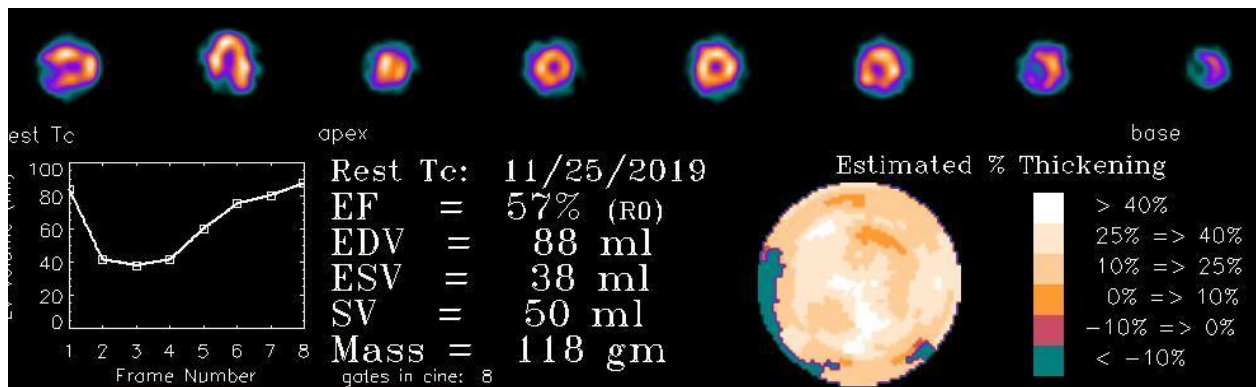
Функціональні показники, отримані за допомогою міокардіосцинтиграфії при ЕКГ-синхронізації.
